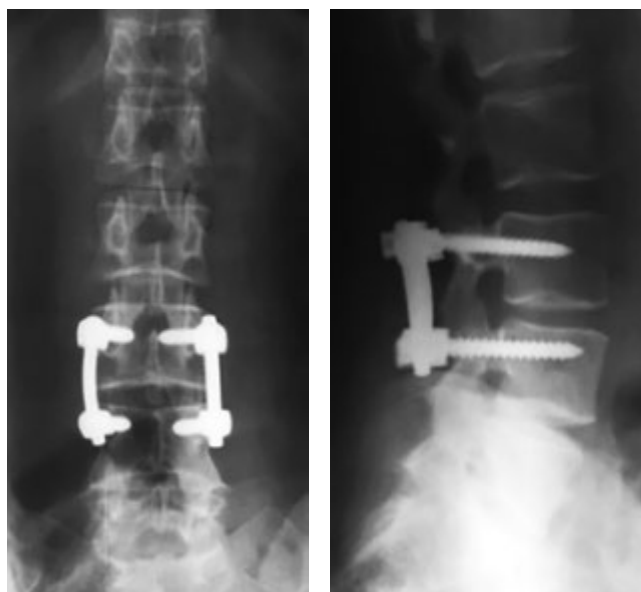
Послеоперационная рентгенография (3-и сутки после операции) – положение системы стабилизации корректное
